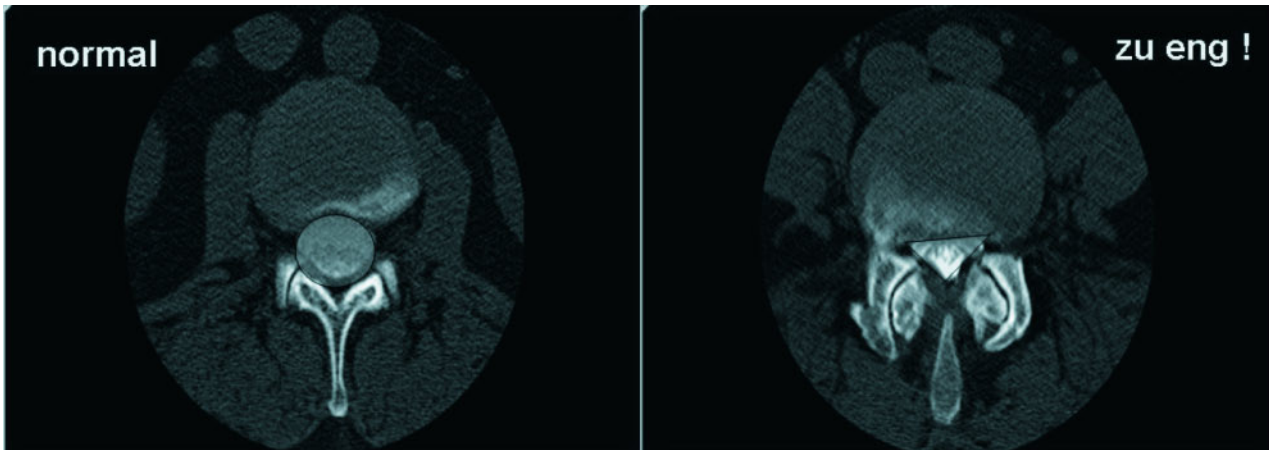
Vergleich (CT axial): normale Weite Spinalkanal ↔ Spinalkanalstenose lumbal.
